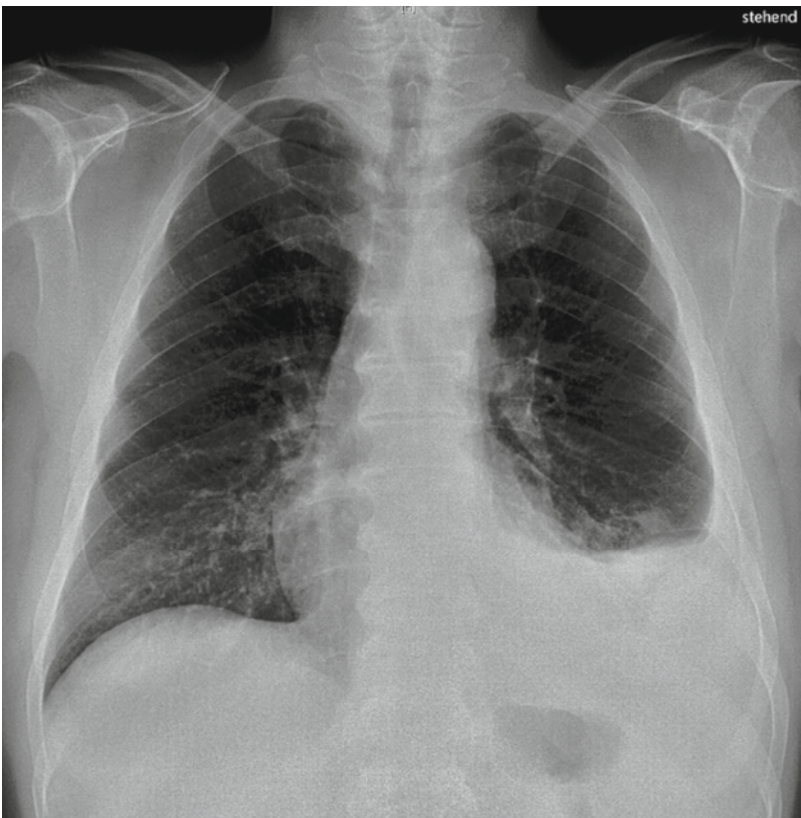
Röntgen-Thorax vor Therapie.
